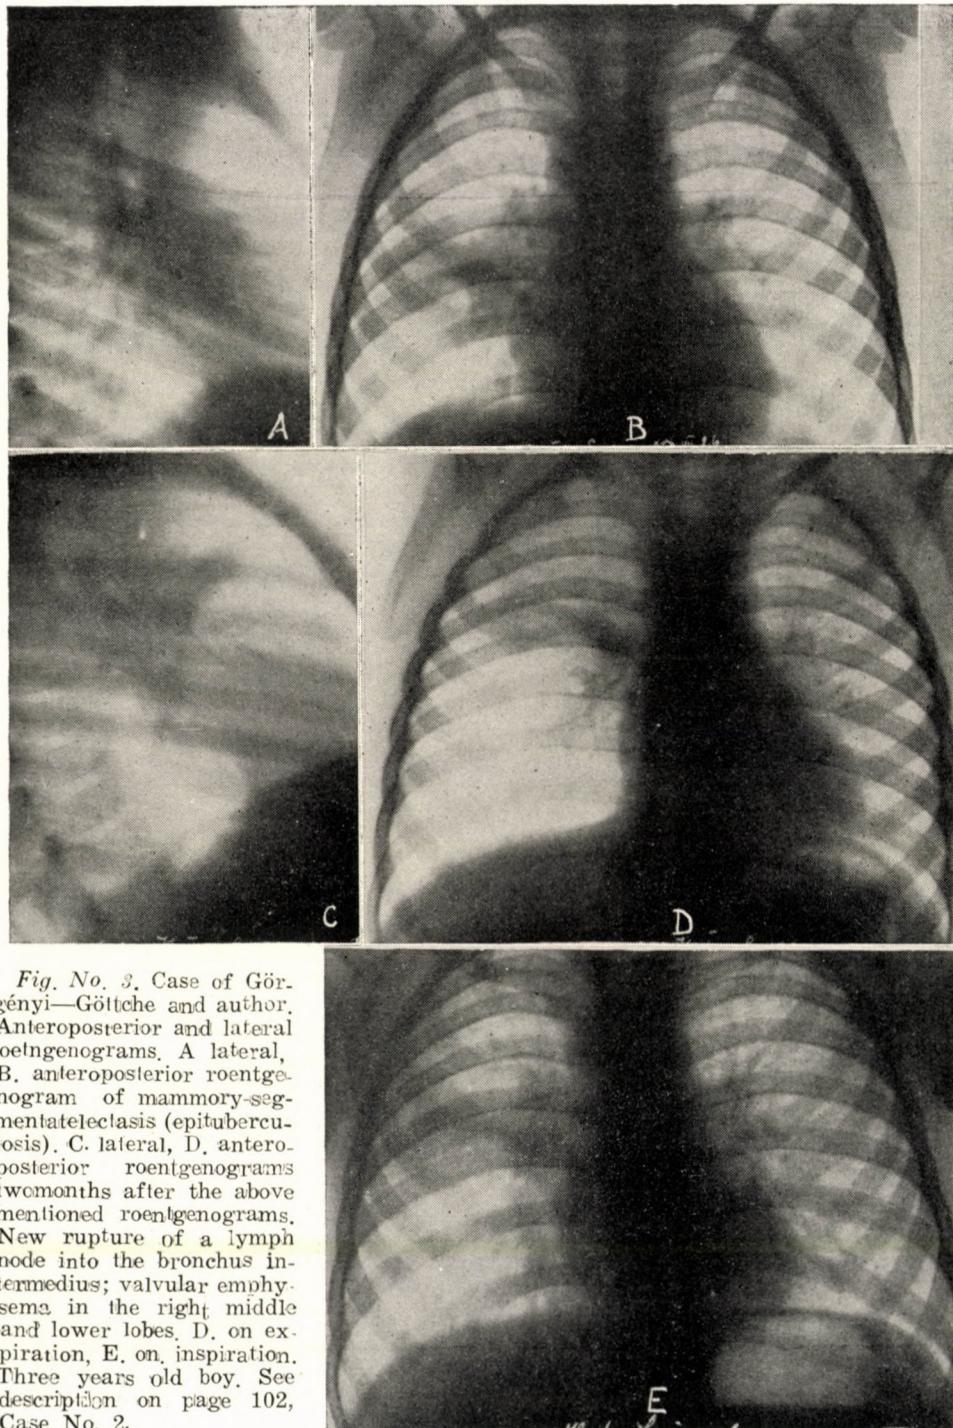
Case of Görényi—Göttsche and author. Anteroposterior and lateral roentgenograms. A lateral, B. anteroposterior roentgenogram of mammary-segmentatectasis (epituberculosis). C lateral, D. antero-posterior roentgenograms two months after the above mentioned roentgenograms. New rupture of a lymph node into the bronchus intermedius; valvular emphysema in the right middle and lower lobes. D. on expiration, E. on inspiration. Three years old boy. See description on page 102, Case No. 2.
